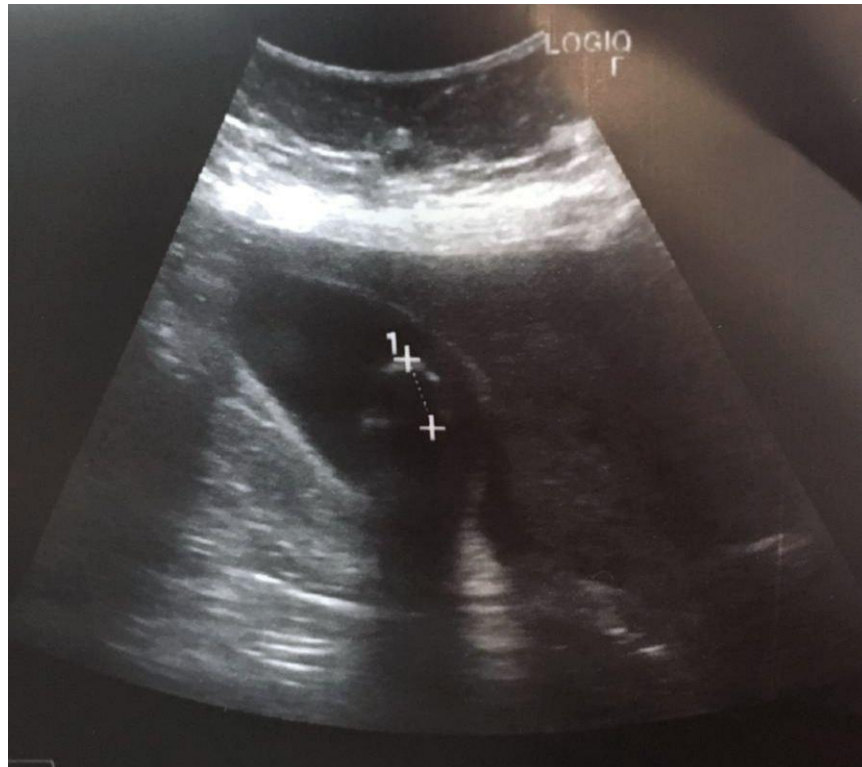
УЗИ-картина ЖКБ
